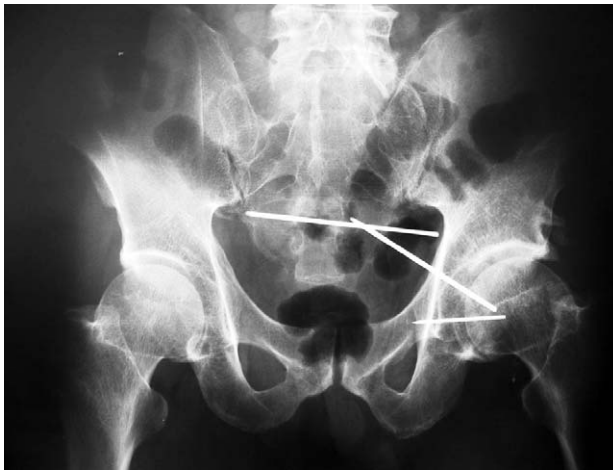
Plain radiograph showed intrapelvic migrated pins. A pin was floating in pelvic cavity and the other pin was projecting beyond the medial acetabulum.
